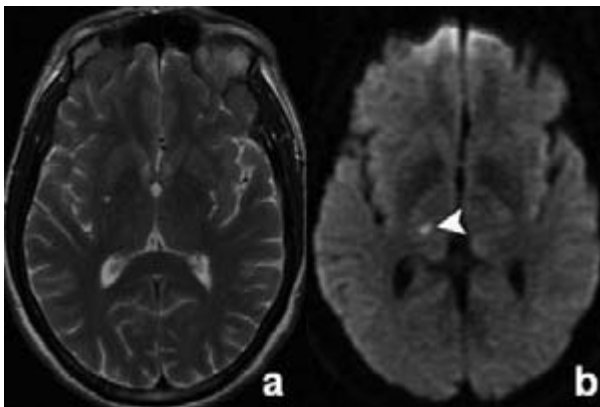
T2-FSE ax. (a), DWI epi axial (b). Laku-närer Thalamusinfarkt rechts (Pfeilspitze), ca. 4 Stunden nach Beginn der klinischen Symptomatik.
